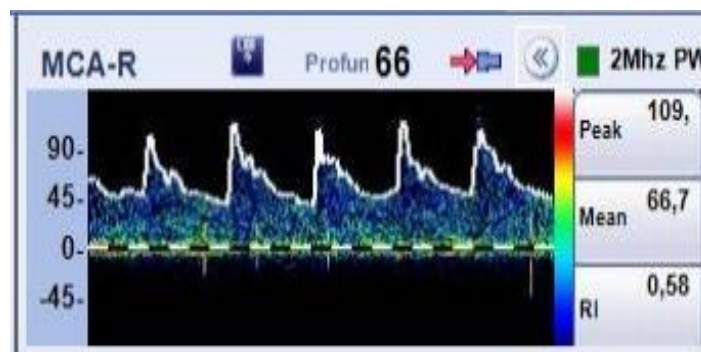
Doppler transcraneal de seguimiento. Se realiza seguimiento, a los 7 días con el doppler transcraneal evidenciando curva de flujo de baja resistencia e índice de resistencia normalizado.
